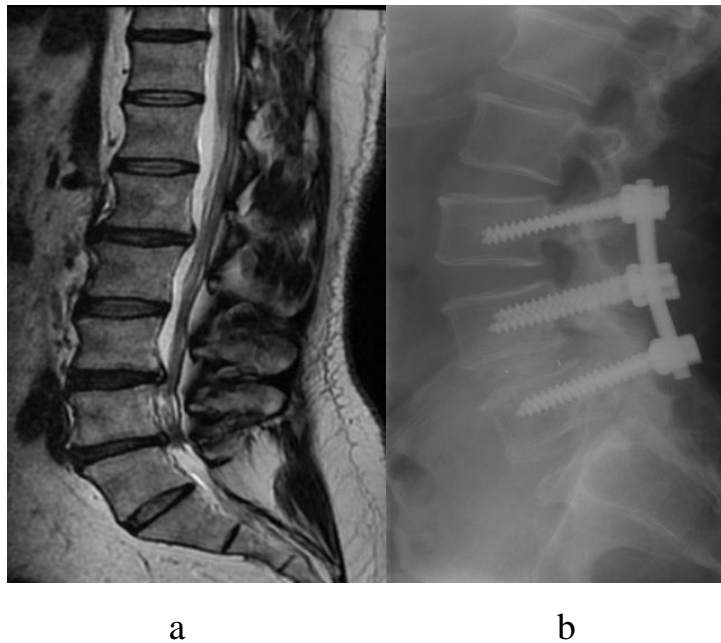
а - МРТ пациента К. при поступлении; б - Рентгенограммы пациента К. через 1,5 года после операции.
